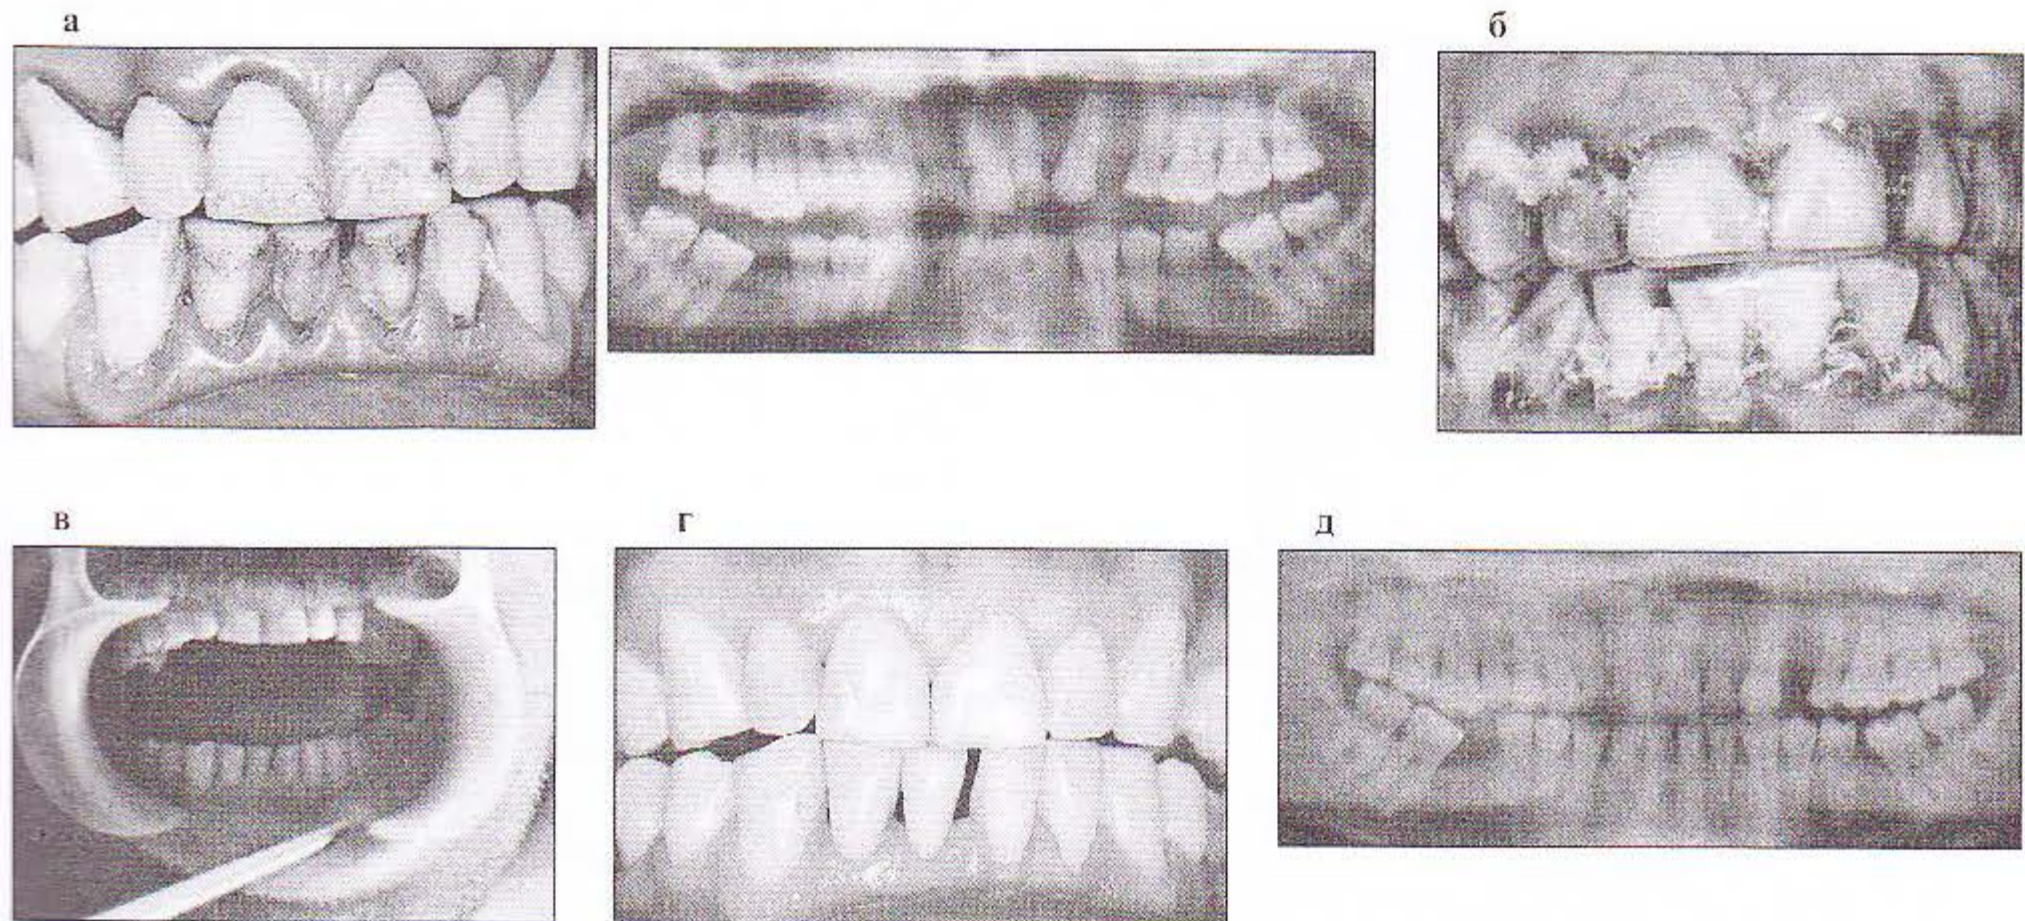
Хронический генерализованный пародонтит легкой степени: *а* – состояние полости рта и ортопантомограмма до лечения; *б* – экспозиция геля радахлорина в индивидуальных кашках; *в* – БТС-терапия с использованием гибкого пластикового световода; *г* – состояние полости рта через два года после БТС-терапии; *д* – ортопантомограмма через два года после комплексного лечения, включая БТС-терапию
